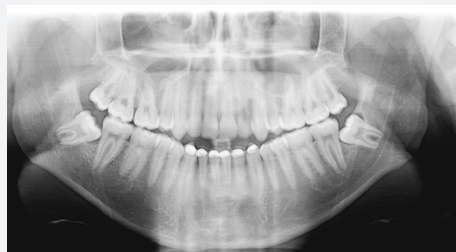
Ortopantomografía final
